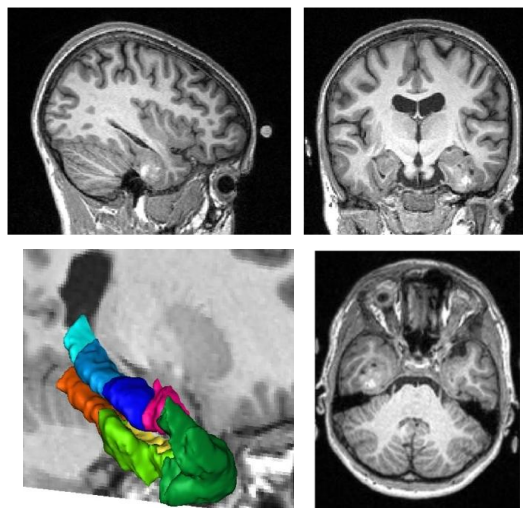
IRM pré-chirurgicale pondérée en T1 dans les 3 plans de coupes (sagittal, coronal et axial).
